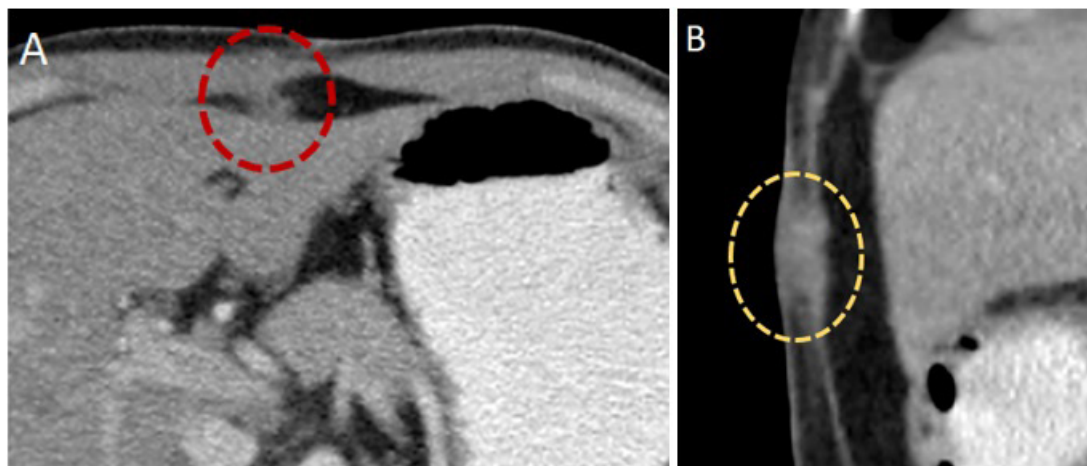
Tomografía axial que muestra siembras tumorales en la pared abdominal y en el trayecto de los puertos, en paciente con antecedente de colecistectomía vía laparoscópica y hallazgo de CIVB. Siembra en el ligamento redondo, corte axial (A). Siembra en los músculos de pared abdominal, corte sagital (B).
